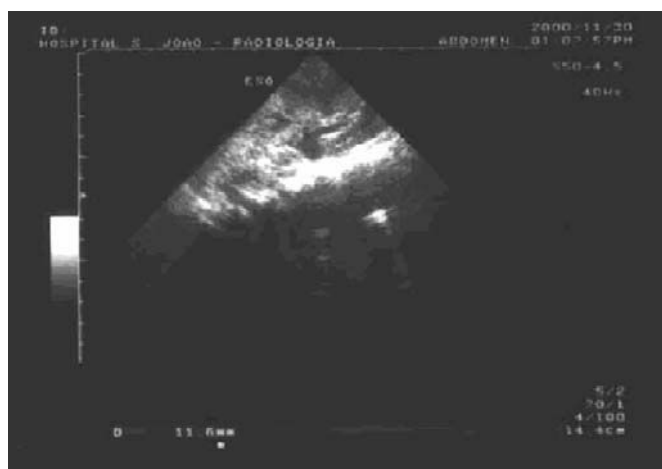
Ecografia renal: hiperecogenicidade do rim esquerdo (imagem em baixo).
